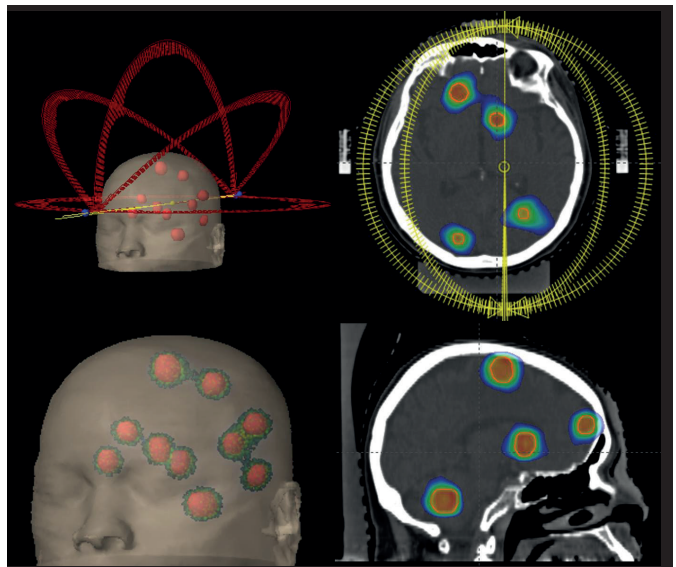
Darstellung der Bahnen, entlang derer der Linearbeschleuniger um den Kopf fährt und bestrahlt, 3D-CT-Rekonstruktion mit Darstellung der Metastasen (re.) und der Dosisverteilung (li.) in unterschiedlichen Schichten der CT (mit blau = 10 %, innerhalb der roten Linie mit orange markiert 95 % der verschriebenen Dosis)
